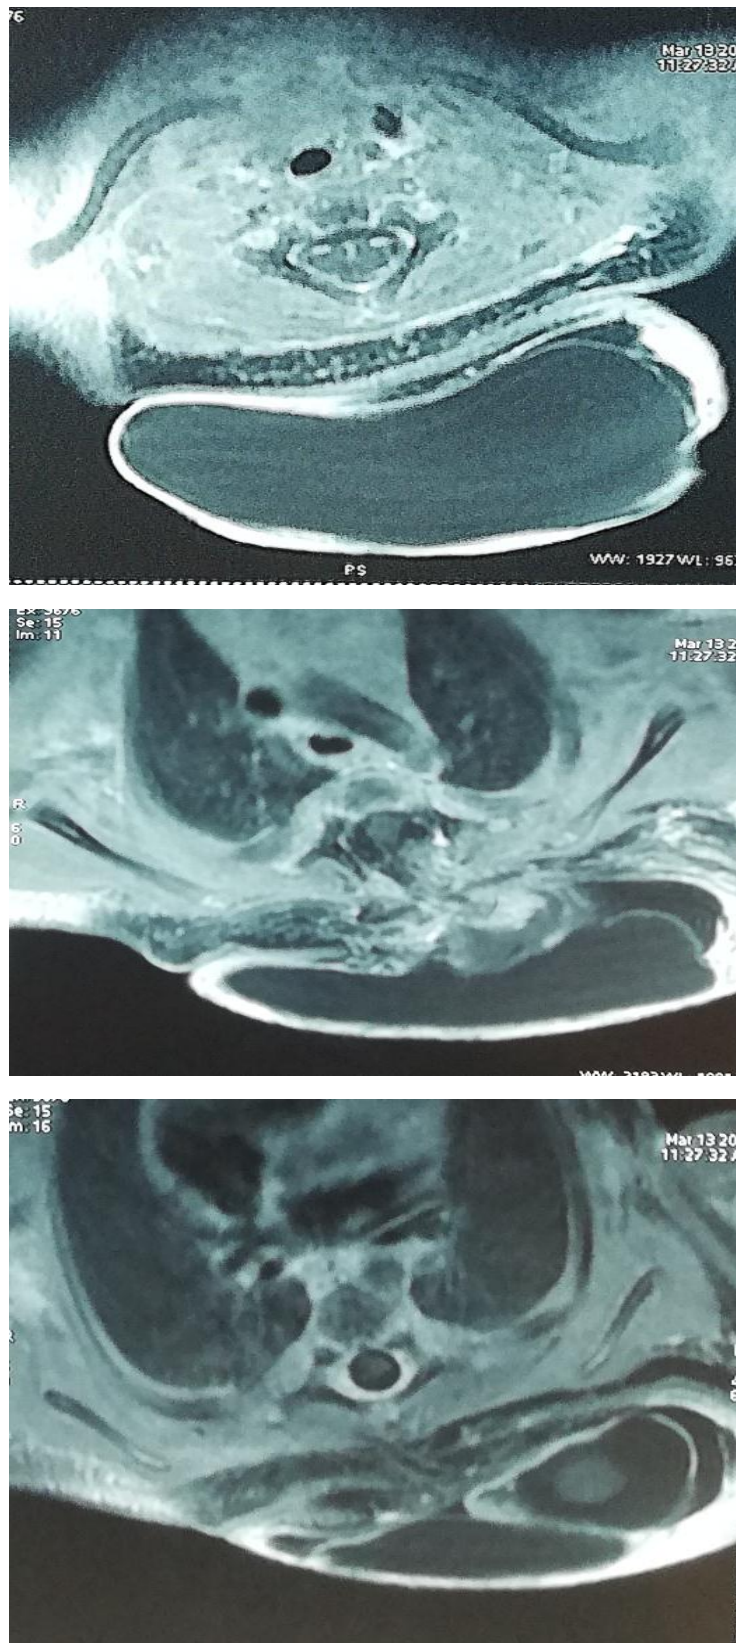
IRM chez une fille de 02 jours montrant une myéloméningocèle de regard de D3 sans compression médullaire.
